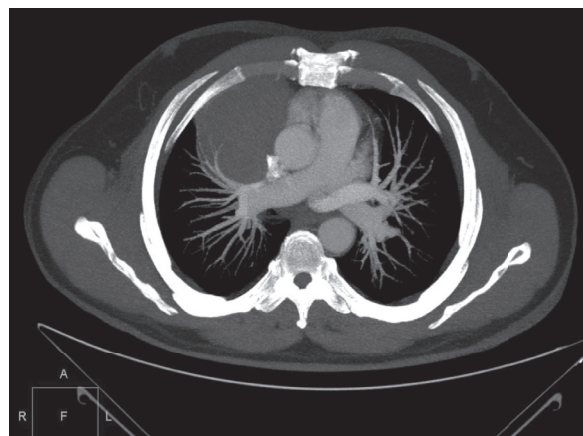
Аксіальний зріз КТ ОГП хворого Л.
